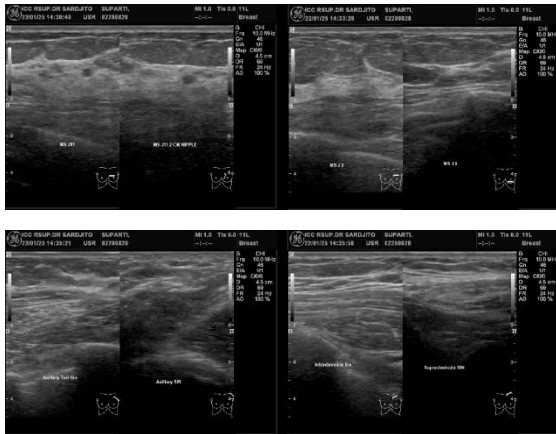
Pada USG Mammae dextra tampak cutis dan subcutis tak menebal, jaringan fibroglanduler normal, tampak lesi hipoechoic pada arah jam 7-11 mammae dextra, bentuk irregular, margin indistinct, not parallel to skin, posterior enhancement mix, vaskularisasi intralesi (+), kalsifikasi intralesi (+), pada strain elastografi tampak konsistensi dominan hard. Pada axilla, supraclavícula, dan infraclavícula dextra, tampak cutis dan subcutis tidak menebal, tak tampak limfadenopati.
